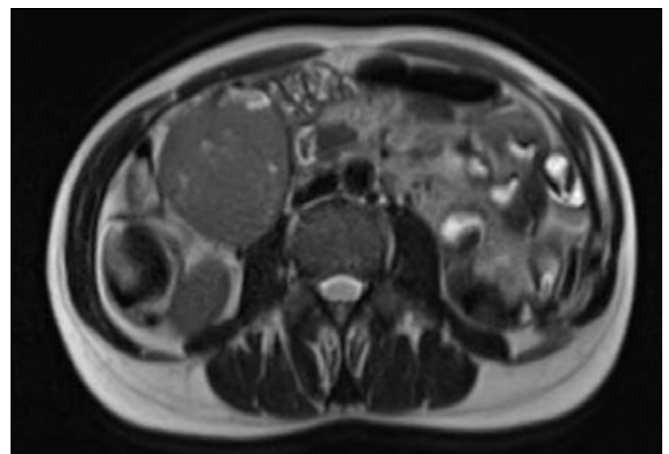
RMN abdomen corte axial.
